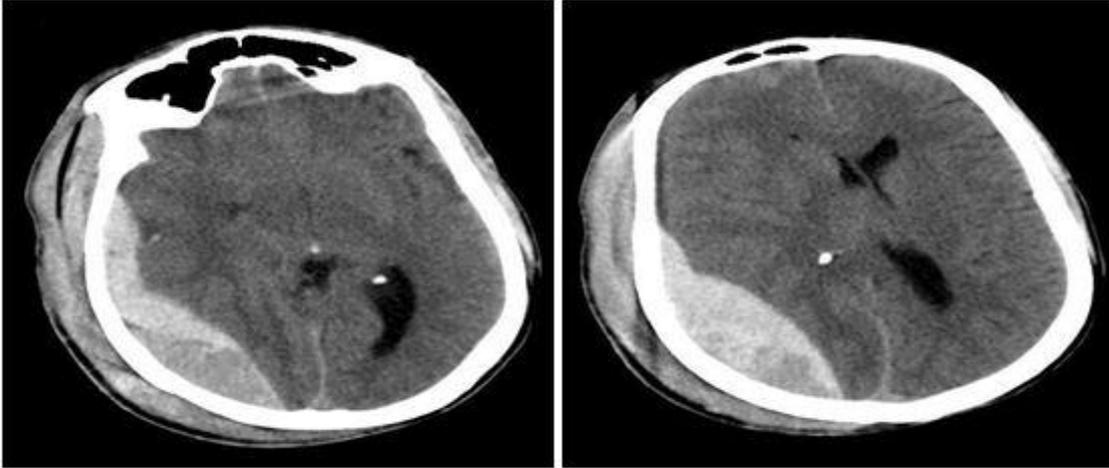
Tomografía axial computarizada simple de cráneo preoperatoria.
